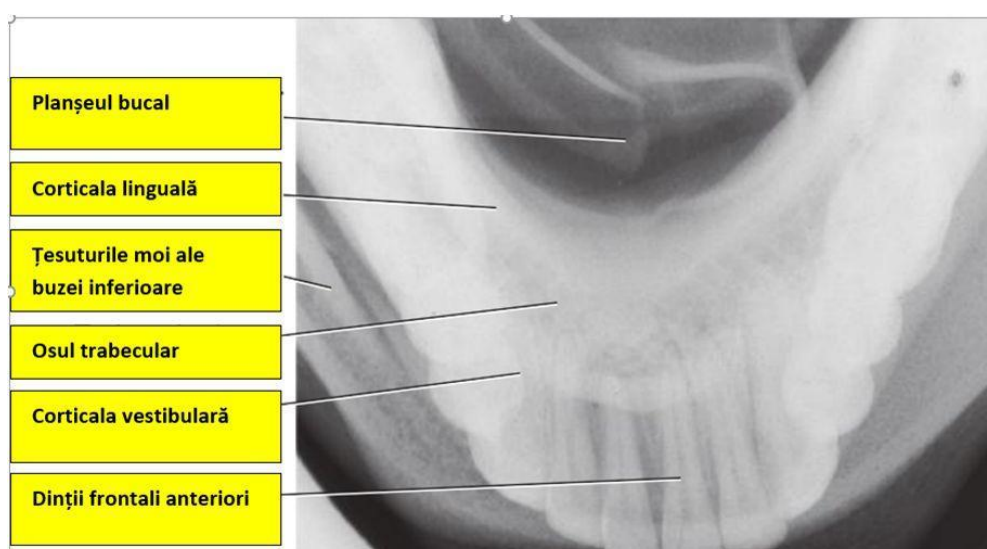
Radiografie ocluzală a mandibulei (Imagine Margaret J. Fehrenbach, RDH, MS. 4th Edition. 2015 [66])
